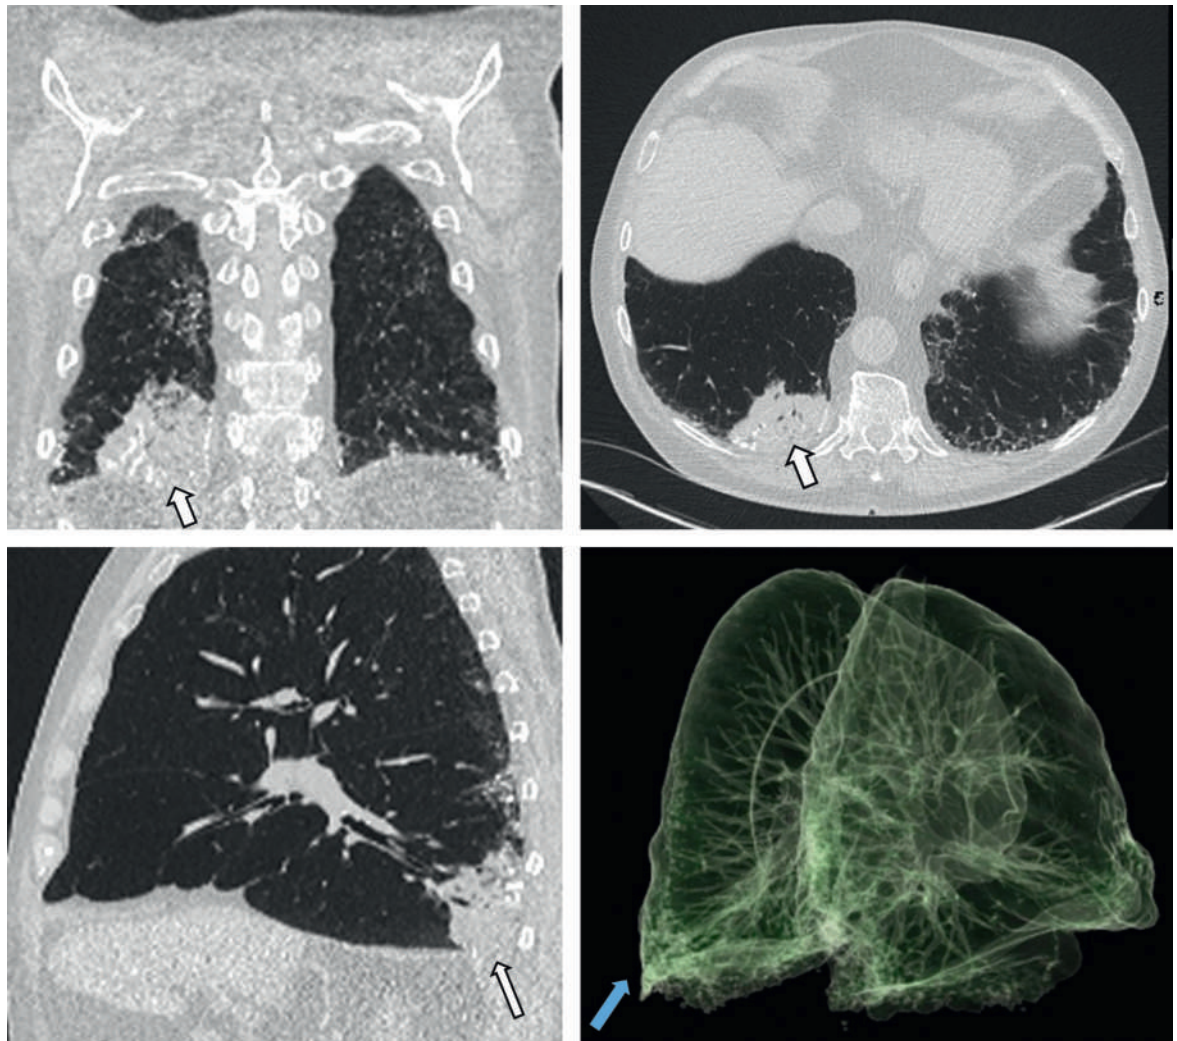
Thorax-CT, multiplanare Rekonstruktionen und *volume rendering* Rekonstruktion der Lunge. Irreguläre pleuraständige Konsolidation mit eingelagerten, teils scholligen, teils stippchenförmigen Mikroverkalkungen (weisse Pfeile). Disseminierte vorwiegend pleuraständige Mikroverkalkungen betont an der Lungenbasis (blauer Pfeil).
